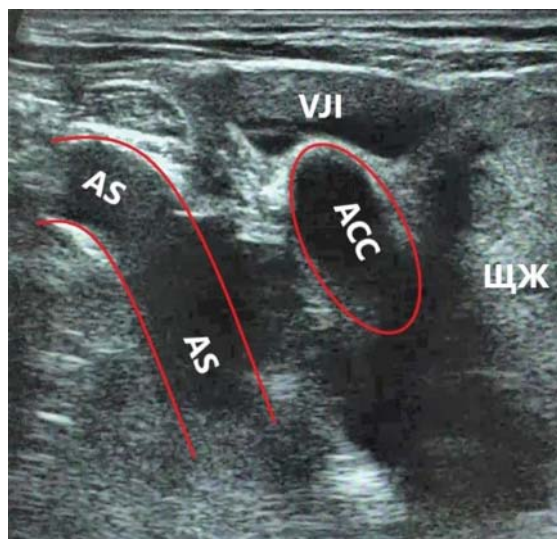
УЗИ сосудистого пучка правой половины шеи линейным датчиком на уровне грудино-ключичного сочленения. Отсутствие Y-признака. Правая общая сонная и правая подключичная артерии располагаются близко и практически параллельно друг другу. БЦС располагается низко в средостении и визуализации не доступен. ЩЖ – узел правой доли ЩЖ с частичным загрудинным расположением. ACC – arteria carotis communis dexter, VJI – vena jugularis interna dexter, AS – arteria subclavia dexter.
